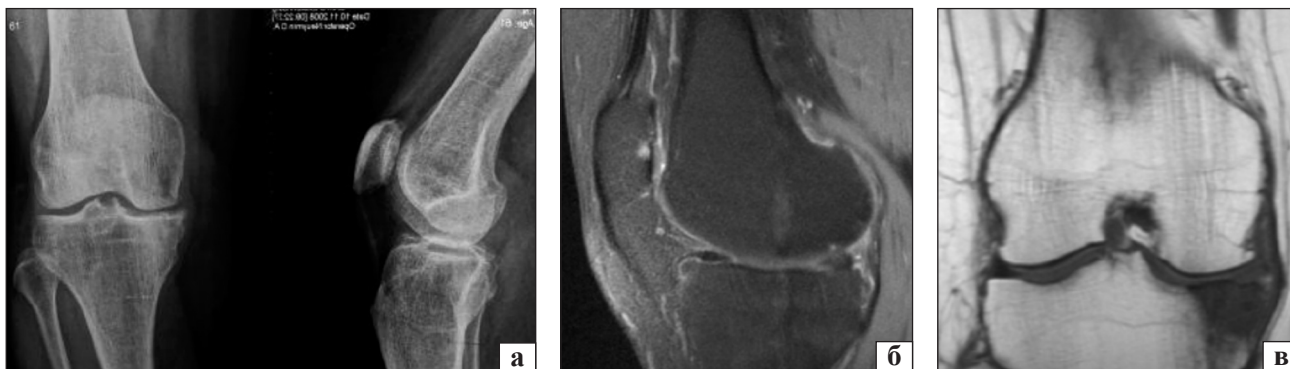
Пациентка Р., 61 год: а) рентгенограмма коленного сустава, артроз II стадии; б) МРТ, T2W FS, хондромалиция надколенника; в) МРТ, T2W FS, субхондральная киста внутреннего мыщелка большеберцовой кости
